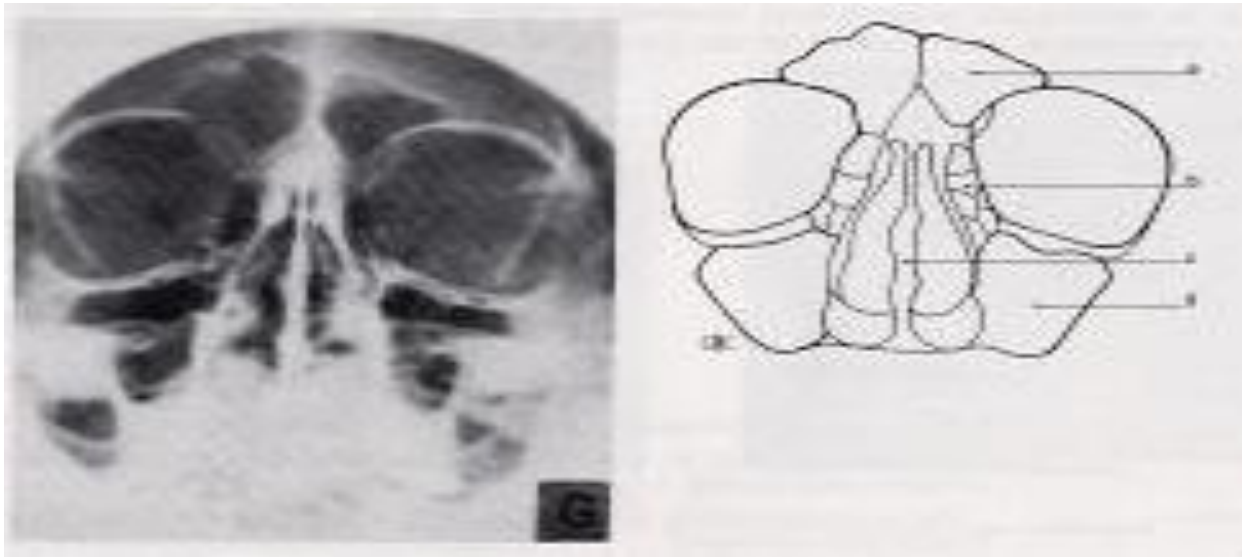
Radiographie standard en incidence face haute[5].
